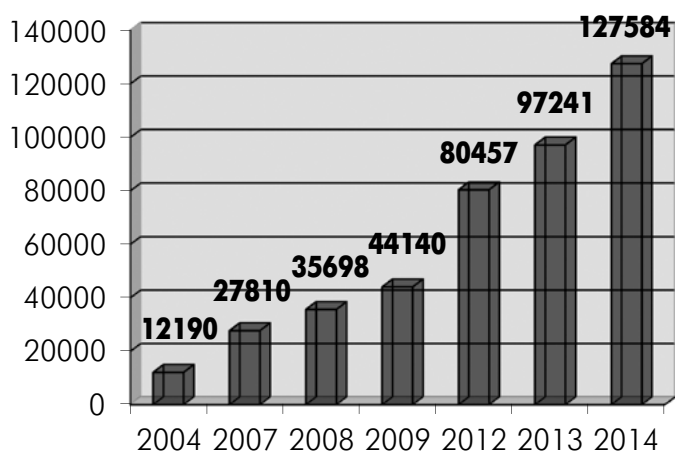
Динамика количества выполненных рентгенэндоваскулярных процедур пациентам с ИБС в 2004–2014 годах в РФ
